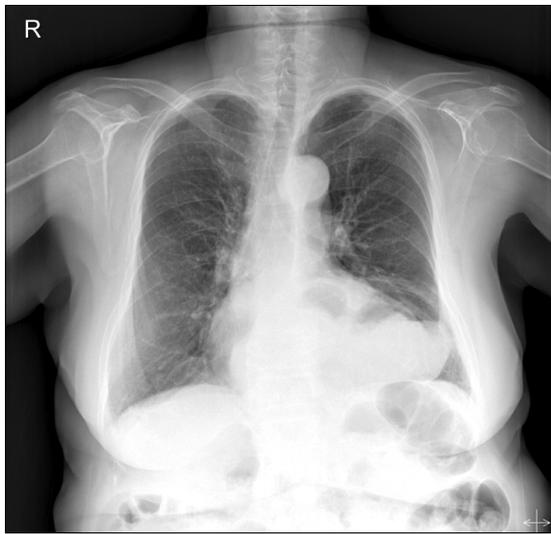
A chest X-ray shows the presence of a gastric air bubble in the chest.
